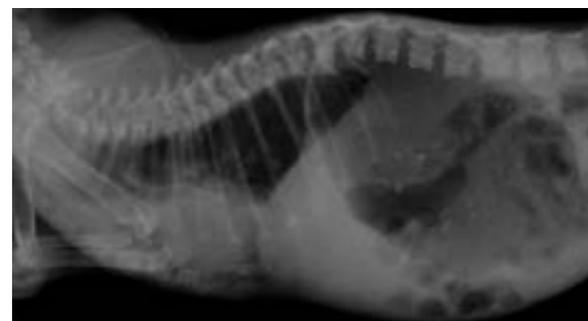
Radiografía de tórax en proyección laterolateral (LL) en la que se observa un patrón pulmonar intersticial difuso y una dilatación gástrica por acúmulo de gas.
